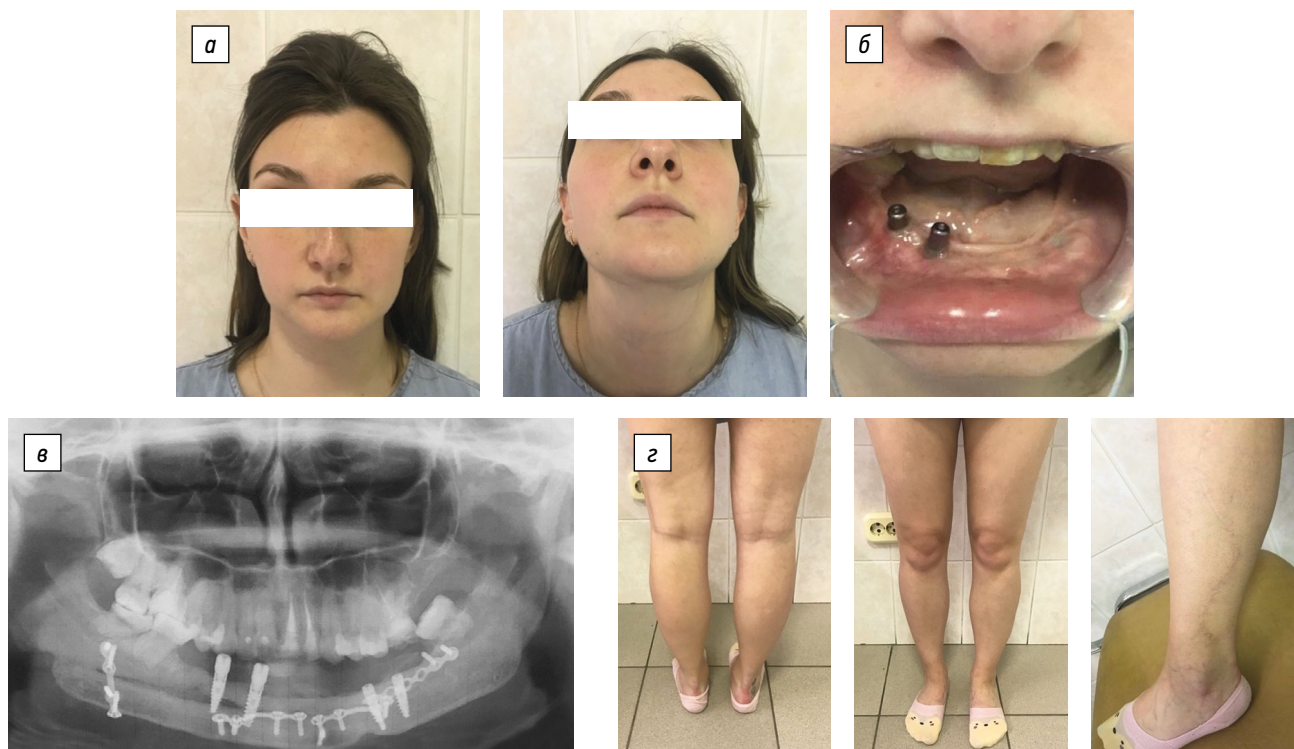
Пациентка Б., 24 года. Перед завершающим этапом зубного протезирования: а — внешний вид; б — состояние полости рта; в — рентгенологическая картина; г — нижние конечности после забора малоберцового трансплантата 7 лет назад
